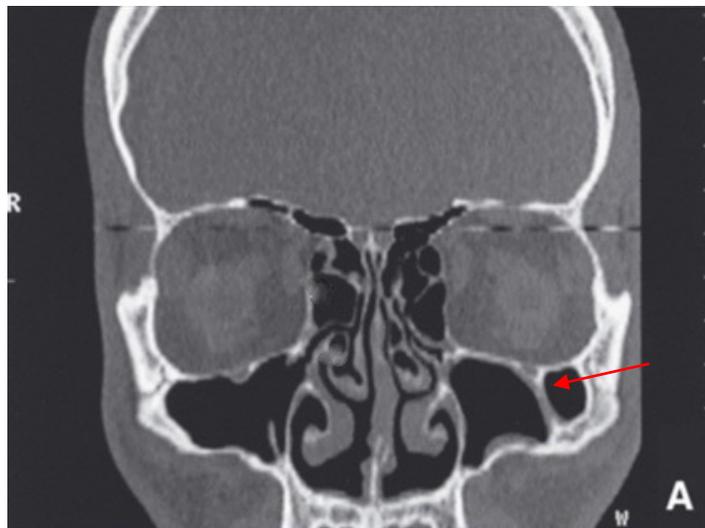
Coupe coronale d'une TDM, le sinus maxillaire gauche présente un cloisonnement complet (flèche). (19)
